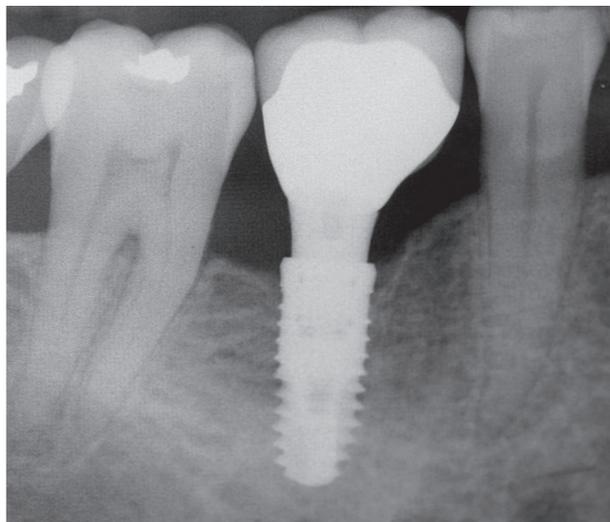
Figure u : Radiographie d'un implant hexagonal externe (9)
